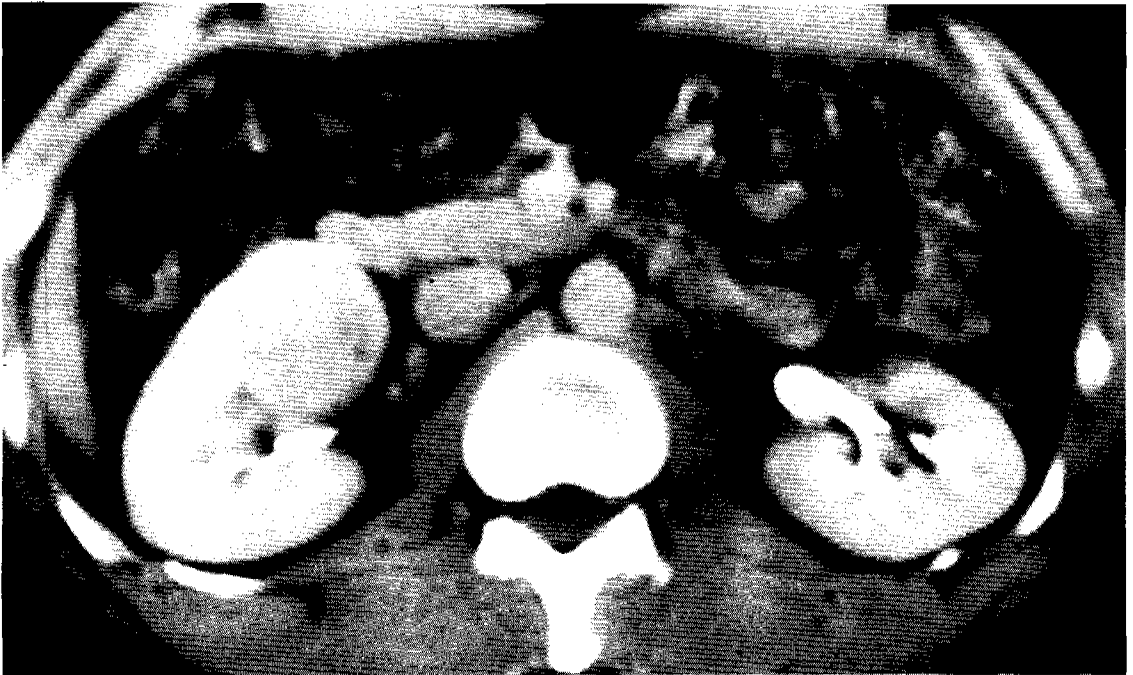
Stage I renal cell carcinoma. CT scan shows about 4cm sized smoothly marginated round mass lesion in anterior lip of right kidney. Surrounding perirenal fat is relatively clear and thickening of Gerota's fascia is not seen.
